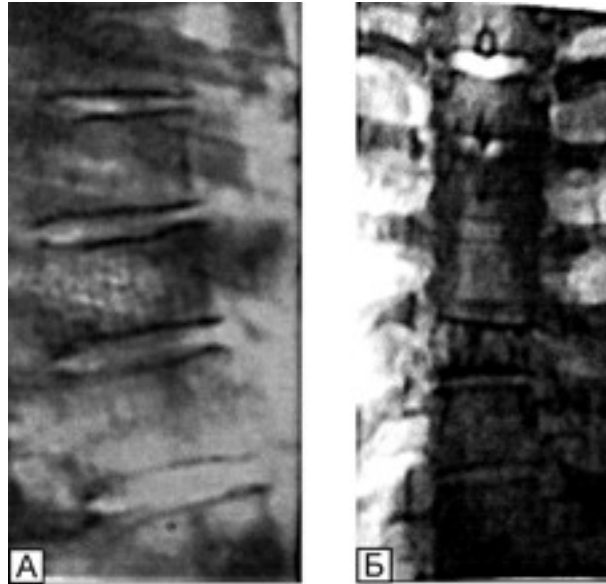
Рентгенограми грудного відділу хребта хворої Т.: А — бокова проекція; Б — пряма проекція. Визначається чарункуватість структури тіла Th XI зі зниженням його висоти в передніх відділах з проявами компресії
